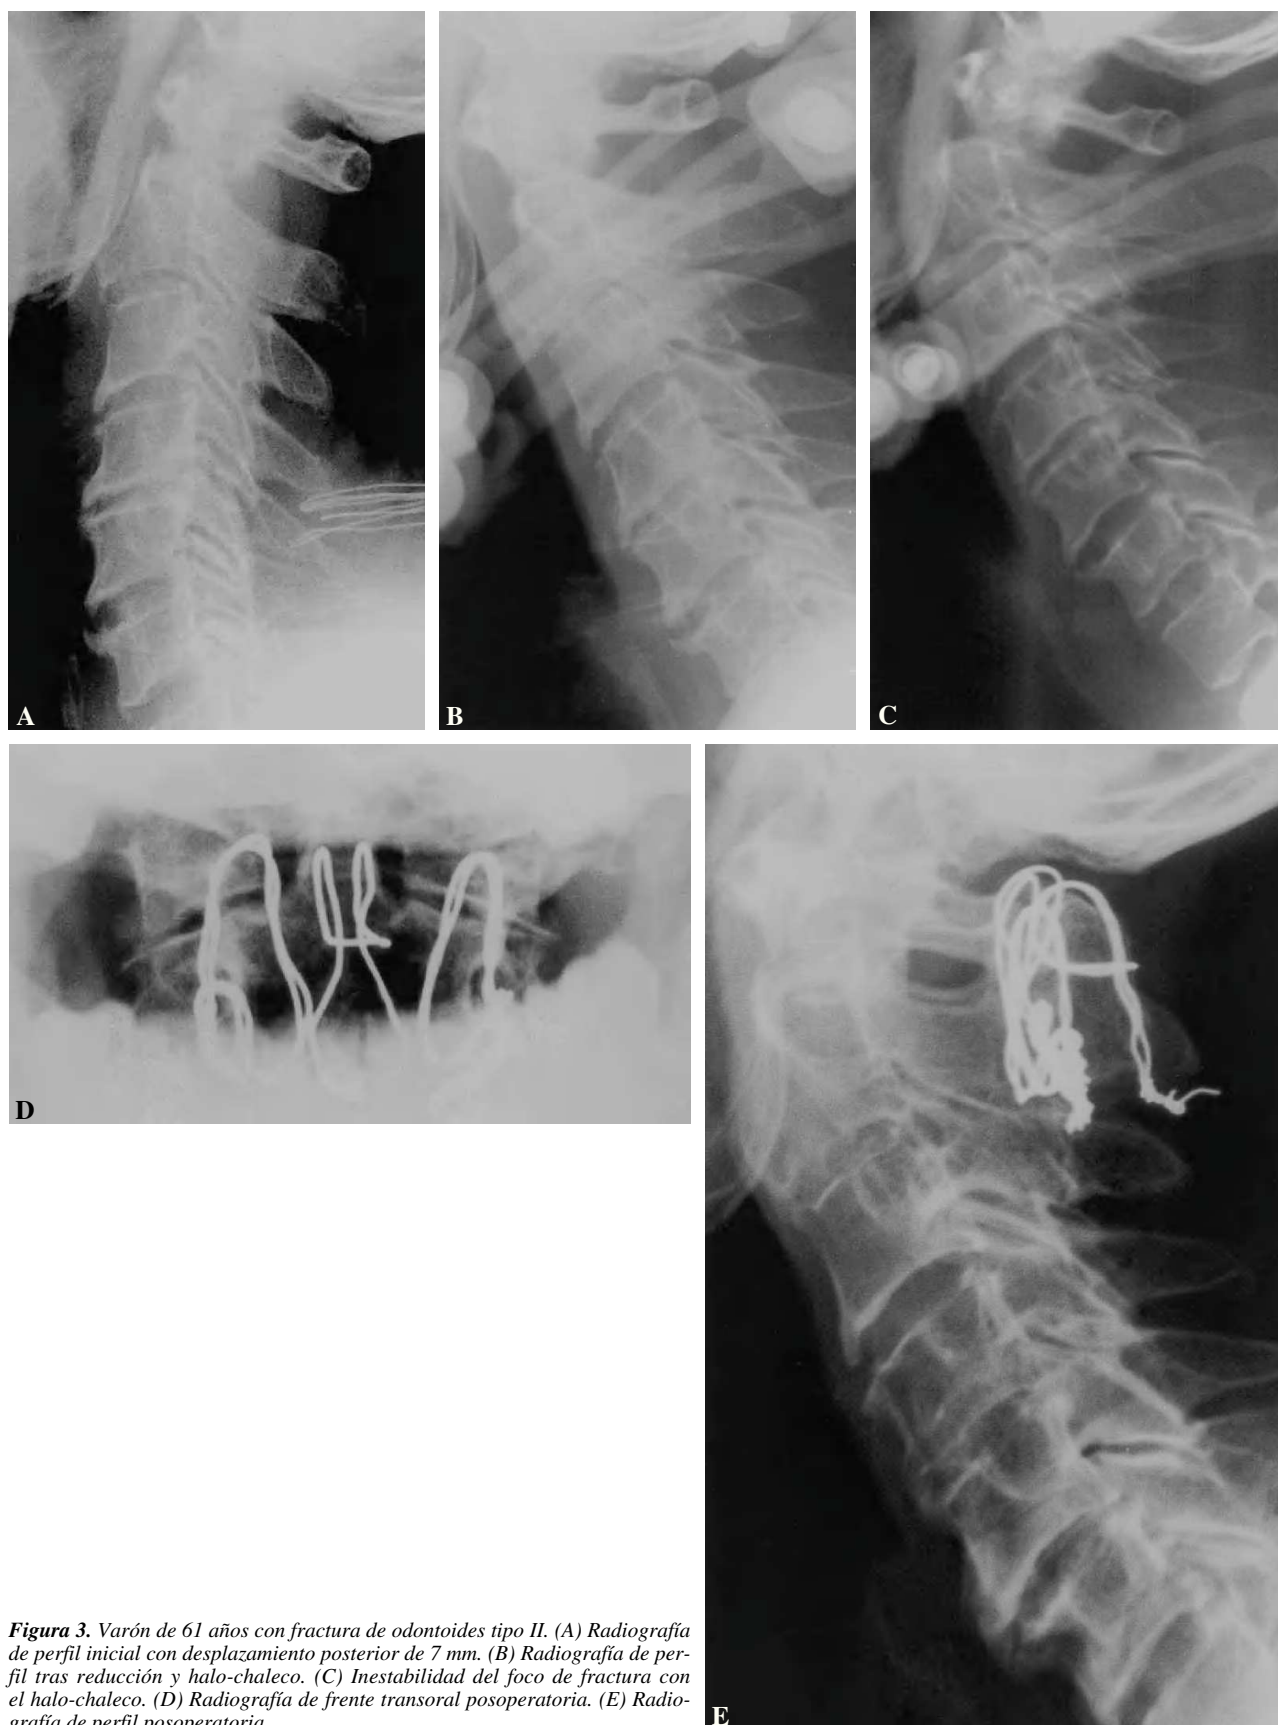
Varón de 61 años con fractura de odontoides tipo II. (A) Radiografía de perfil inicial con desplazamiento posterior de 7 mm. (B) Radiografía de perfil tras reducción y halo-chaleco. (C) Inestabilidad del foco de fractura con el halo-chaleco. (D) Radiografía de frente transoral posoperatoria. (E) Radiografía de perfil posoperatoria.
